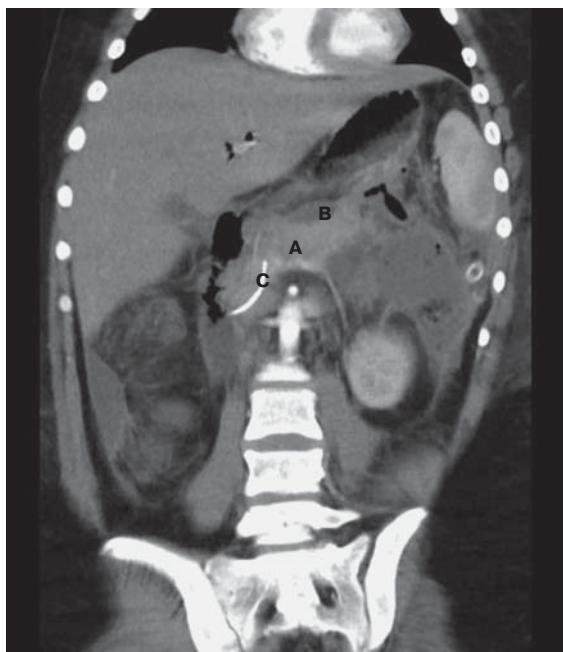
Компьютерная томограмма. Острый билиарный панкреатит. А — диффузно измененная ПЖ прослеживается на уровне головки и тела, в проекции хвоста не видна, В — вдоль тела и хвоста ПЖ видно жидкостное скопление, распространяющееся до ворот селезенки и параренально слева, С — стент в ППЖ.
